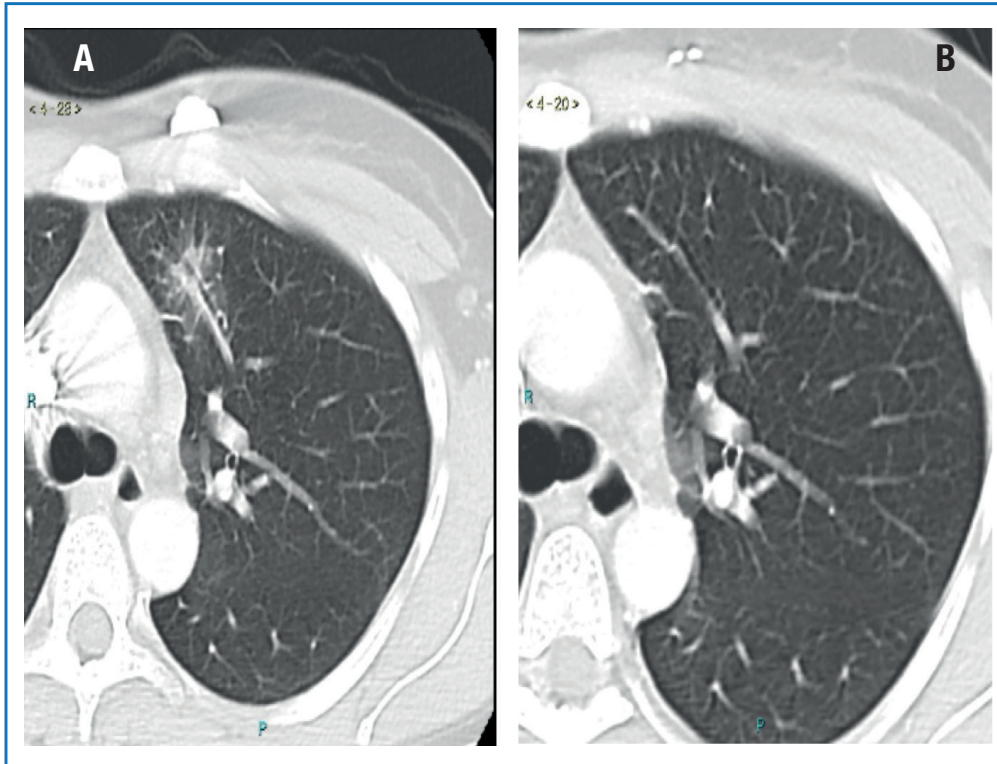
TAC polmonare (A) basale (gennaio 2017) e (B) dopo 4 cicli di terapia con lapatinib più capecitabina (aprile 2017).
